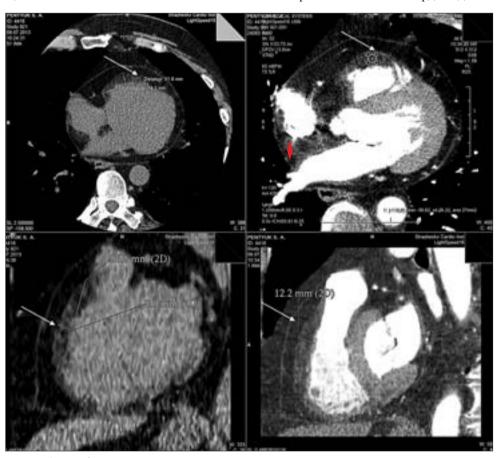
МСКТ-изображения сердца пациента П. 55 лет в поперечном разрезе. Липоматозное замещение боковой и передней стенки ПЖ за счет жировых включений плотностью -60/-90 ед.Х. (плотность жировых масс), диффузного характера (указано стрелкой), с утолщением стенки ПЖ до 9-14 мм
